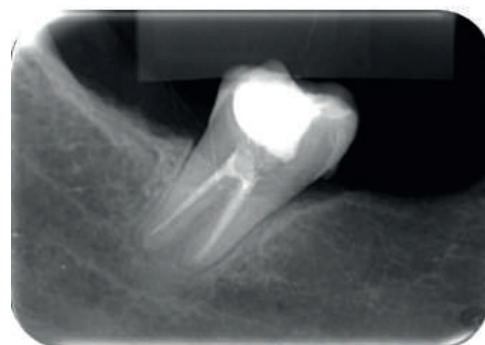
Radiografia periapical final do elemento 37
